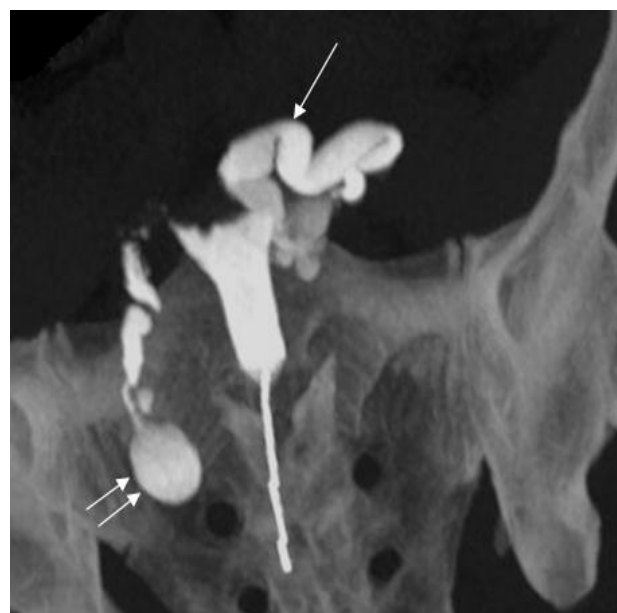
МСКТ-гистеросальпингография.
